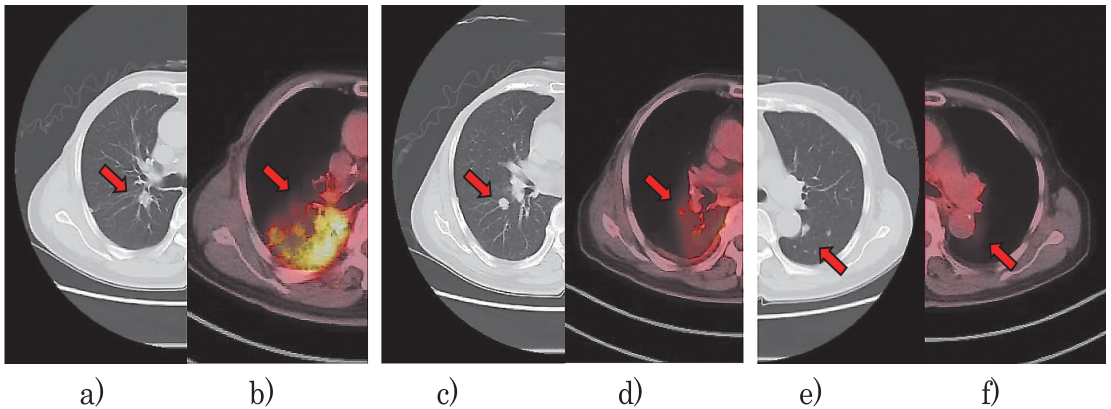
a) c) e) は 2014 年 5 月 22 日の胸部単純 CT
